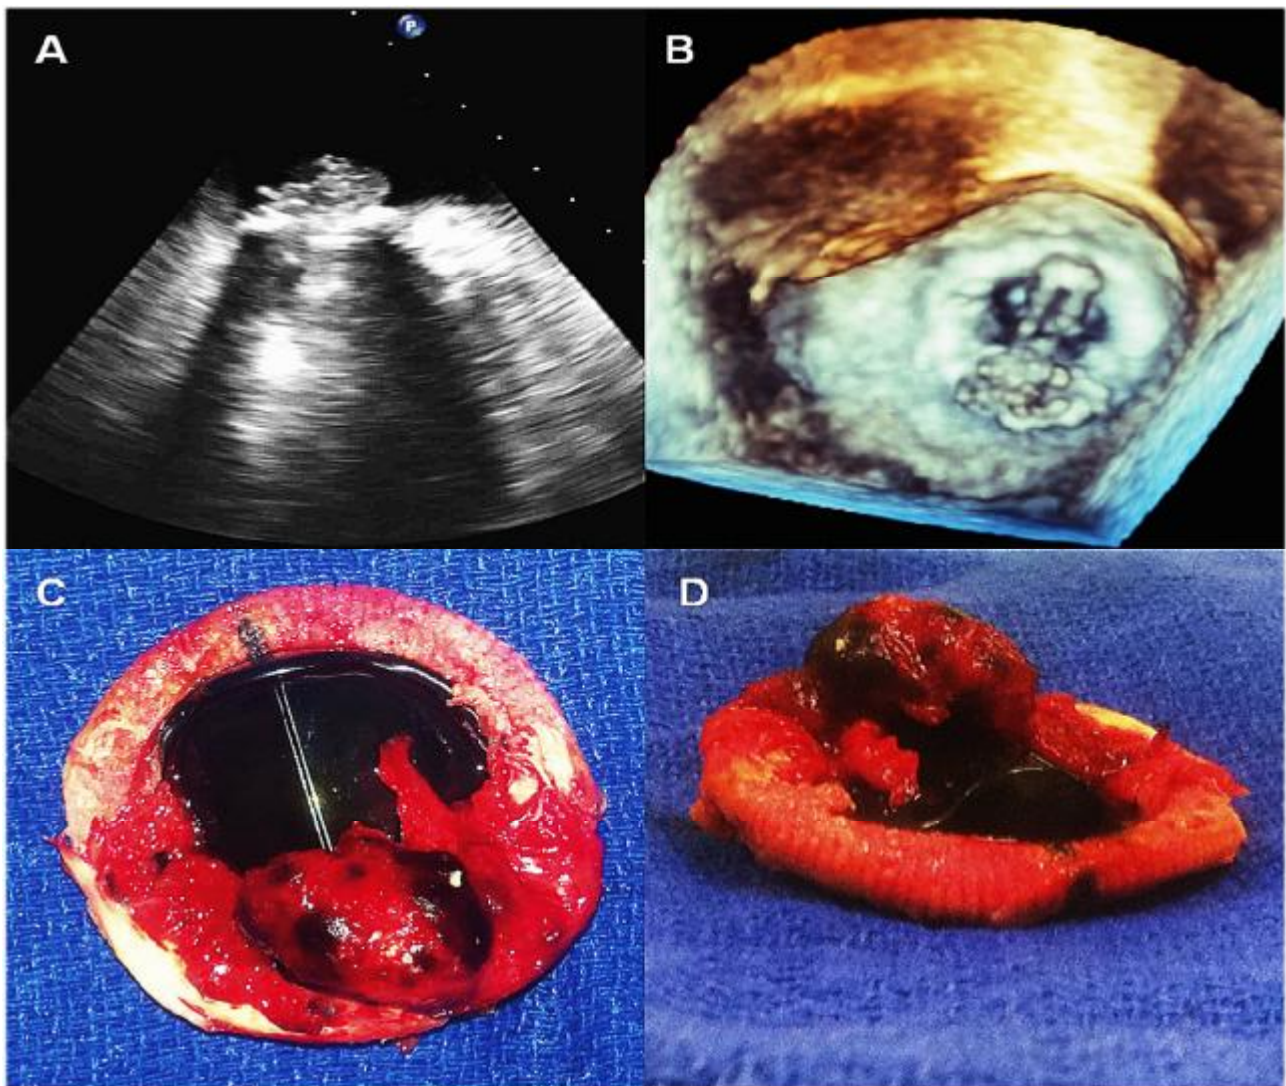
Image {7} montrant l'intérêt de l'échographie transoesophagienne dans le diagnostic de l'endocardite infectieuse
